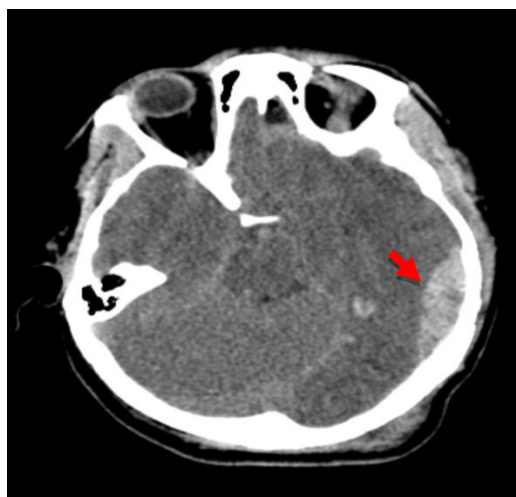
TC de cráneo en proyección axial. Hernia transtentorial descendente uncal por hemorragia epidural (flecha). (Servicio de radiodiagnóstico. Complejo Asistencial de Zamora).
